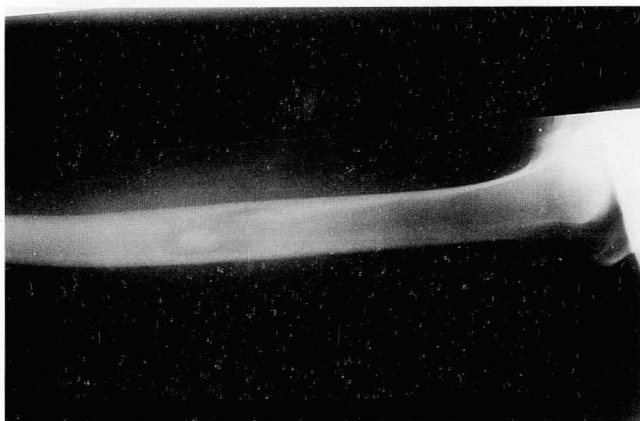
A plain radiograph demonstrates a lytic metastasis with central round sclerotic area and nonsclerotic margin in the mid-diaphysis of the right proximal femur.
